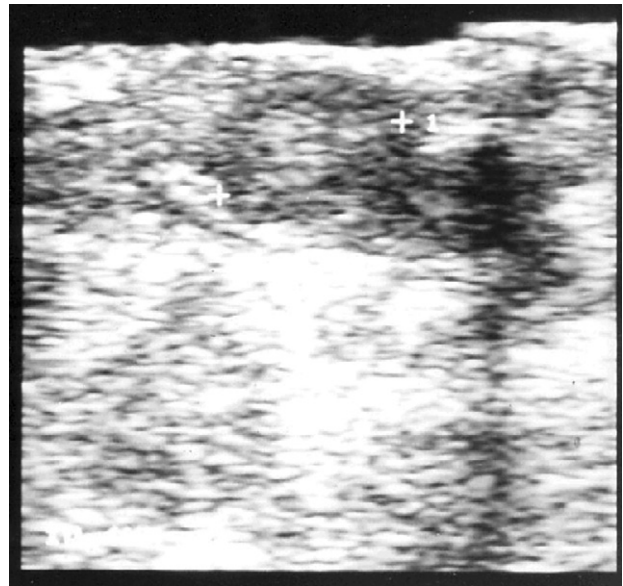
Ecografía intraoperatoria que muestra un nódulo de 8 mm en la cola del páncreas.
